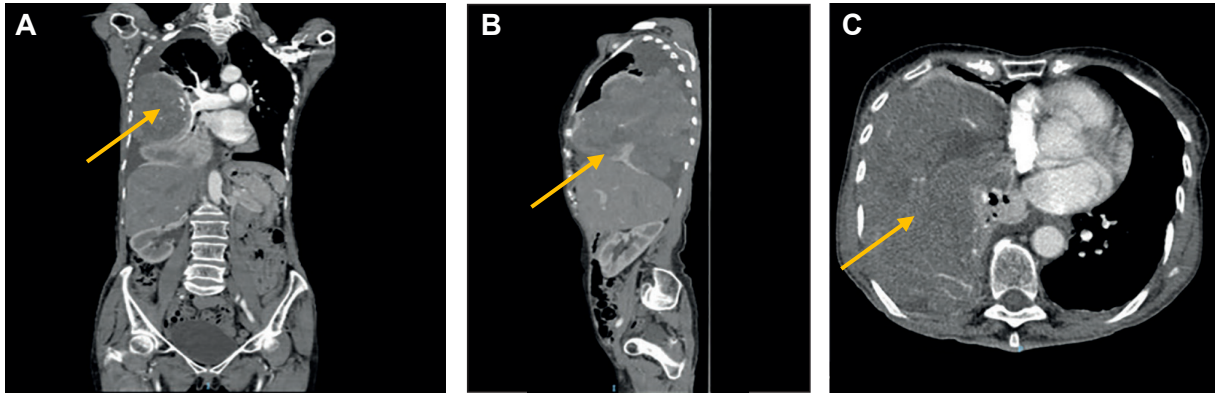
Tomografía computarizada de tórax. A. Corte coronal, donde se observa el tronco de la arteria pulmonar dilatado, con cardiomeiastino rechazado hacia la izquierda y derrame pleural derecho moldeado por la morfología de la masa. B. Corte sagital con gran masa sólida con algunas áreas de necrosis en su interior, que ocupa el hemitórax derecho. C. Corte axial que permite ver la masa con diámetros de 184x79x123 mm, sin calcificaciones, que podría estar en dependencia de la pleural visceral.
